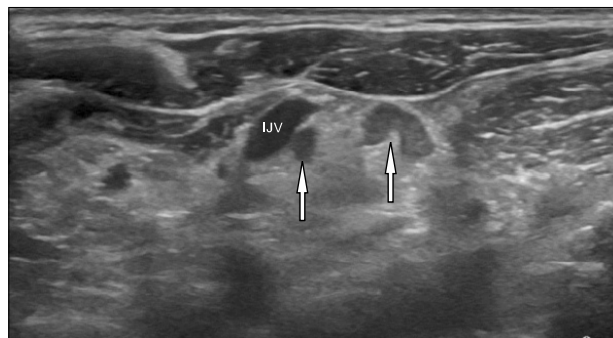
Preoperative ultrasonography of left lateral neck. Hypoechoic abnormal lymph nodes (arrows) are beside the left internal jugular vein.
